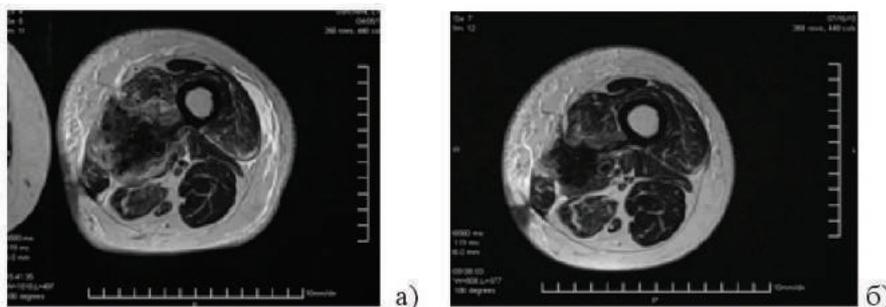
МРТ исследование
